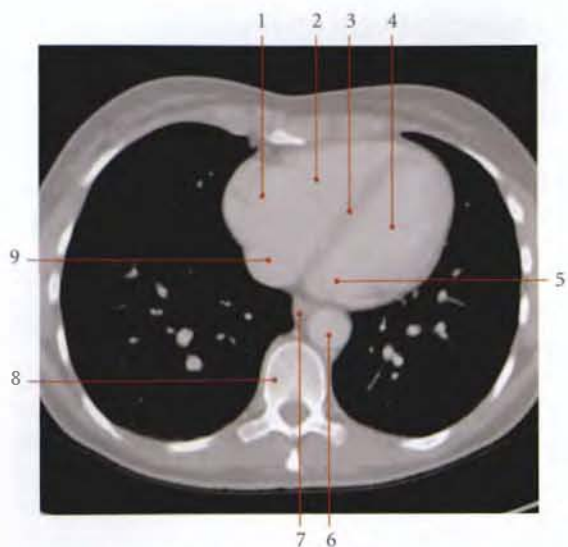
Cavités du cœur : coupe TDM axiale transverse, vision inférieure (cliché Dr Th. Diesce)
